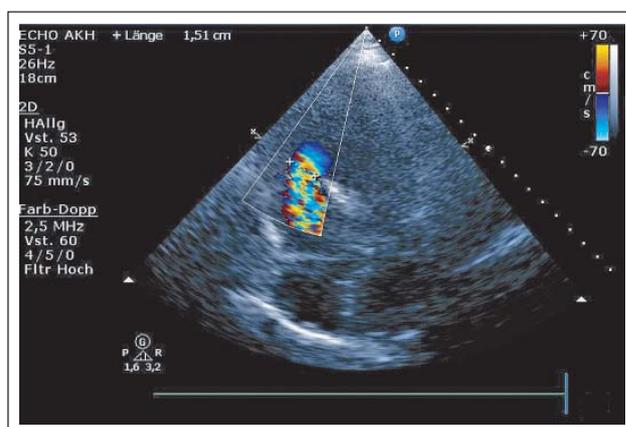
Echokardiographischer apikaler Fünfkammerblick. Eingestellt auf das interventrikuläre Septum mit 15 mm großem perimuskulärem VSD.
